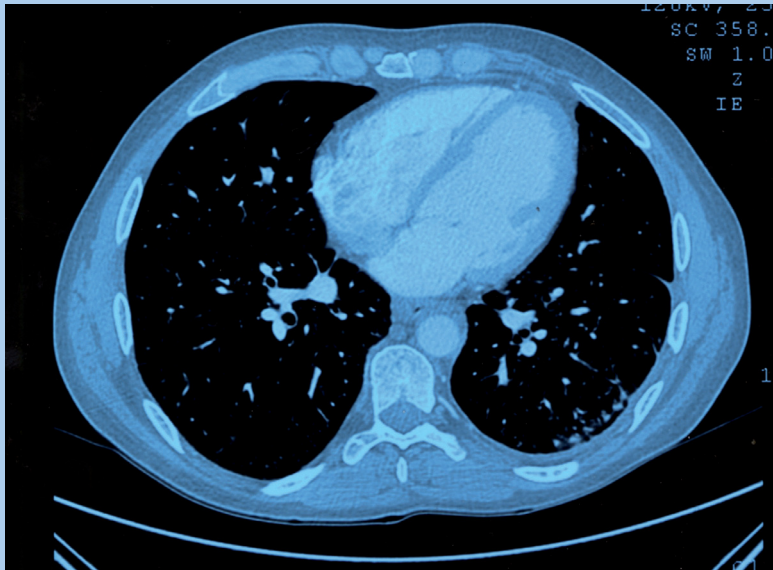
Tomografía computarizada multicorte en un paciente con síndrome hepatopulmonar (SHP) y neumoonosis asociada. Se aprecian nódulos periféricos que corresponden a vasos dilatados cortados transversalmente, correspondientes a pequeñas anastomosis vasculares en la zona de arteriolas centrolobulillares indicativas de SHP, junto a múltiples lesiones micronodulares bilaterales de predominio en campos superiores secundarias a neumoonosis.
